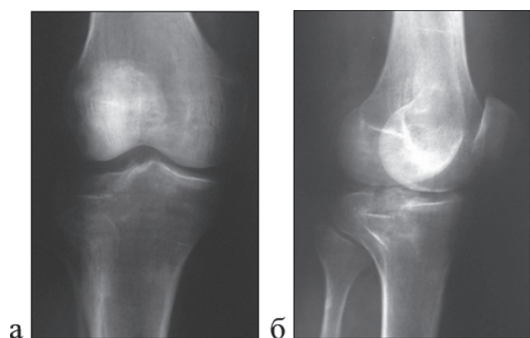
Пациент Б., 65 лет. Предоперационная рентгенограмма правого коленного сустава: а – прямая проекция; б – боковая проекция
